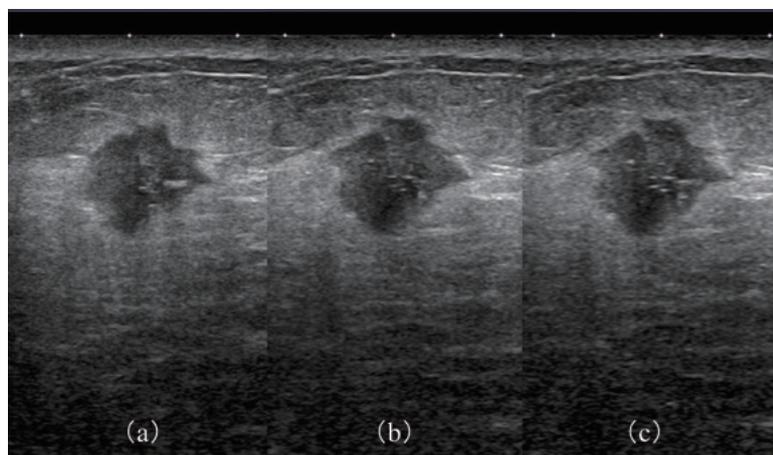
ビームコンパウンドの設定による境界部高エコーの変化
